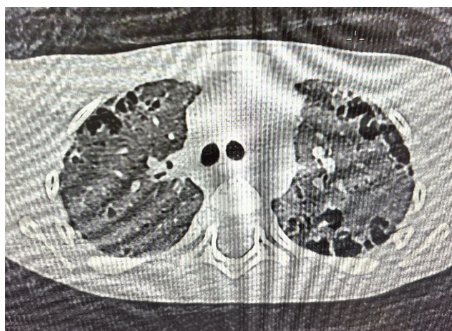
Plurime formazioni cistiche alla TAC del torace.
